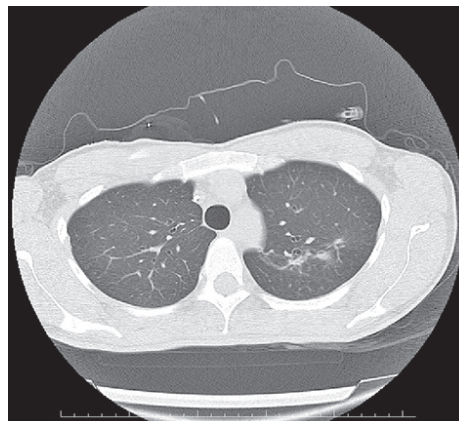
На КТ ОГК – розсмоктування інфільтрації у верхній частці лівої легені через 12 місяців лікування
